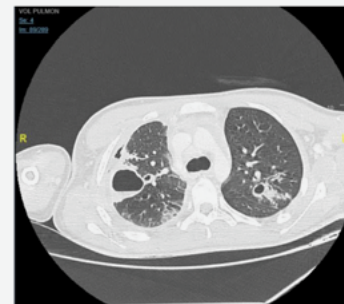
Tomografía computada de tórax al ingreso del caso clínico 2. Alteración de la densidad del parénquima pulmonar en lóbulo superior derecho, apicoposterior izquierdo, inferior derecho e izquierdo. Imágenes cavitarias de 4 cm de diámetro. Hidroneumotórax derecho y leve aumento volumétrico de linfonodos paratraqueales.
